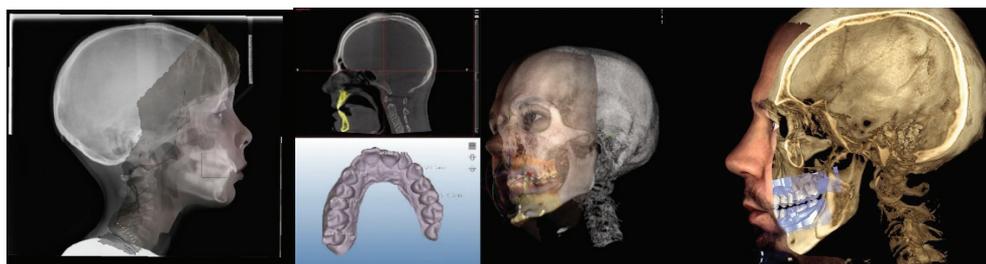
Integración de CBCT, escáner facial y escáner intraoral.
